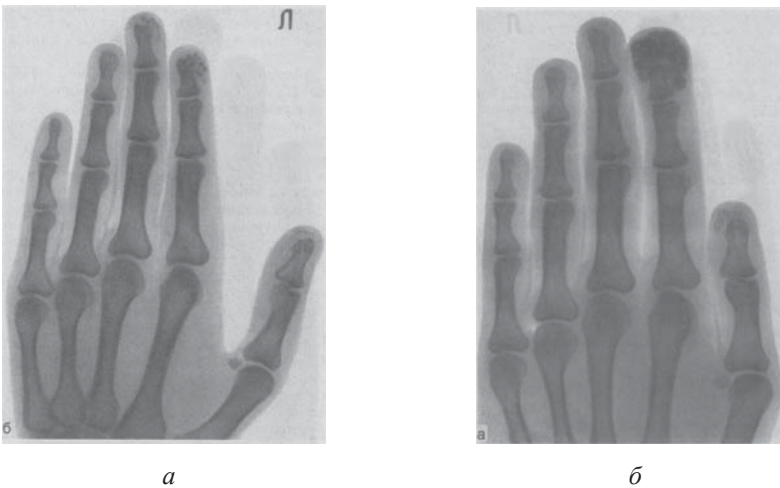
Рентгенограма кисті хворого П., 56 років. Діагноз: Первинний гіпарпаратиреоз (А. П. Калінін, С. В. Котов, 2001):
